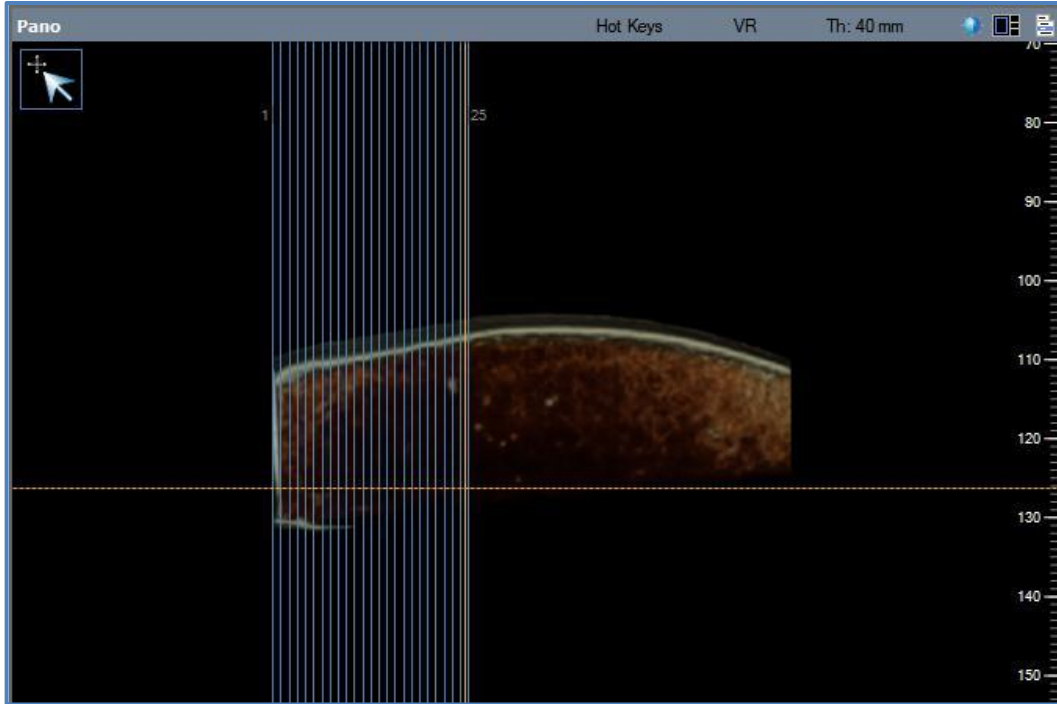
Kemik bloklarının BT aksiyal kesitten görüntüsü
